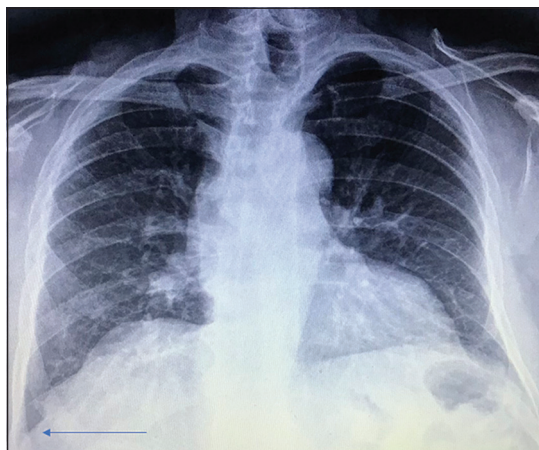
Radiografía de tórax, en proyección posteroanterior, poco inspirado. Se observan un aumento de la densidad basal izquierda y un leve pinzamiento del seno costofrénico homolateral (flecha). Estos datos son compatibles con derrame pleural de pequeña cantidad.
